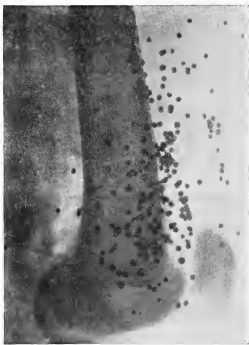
Ранение дробью. На рентгенограмме видна значительная деформация дробинки.
